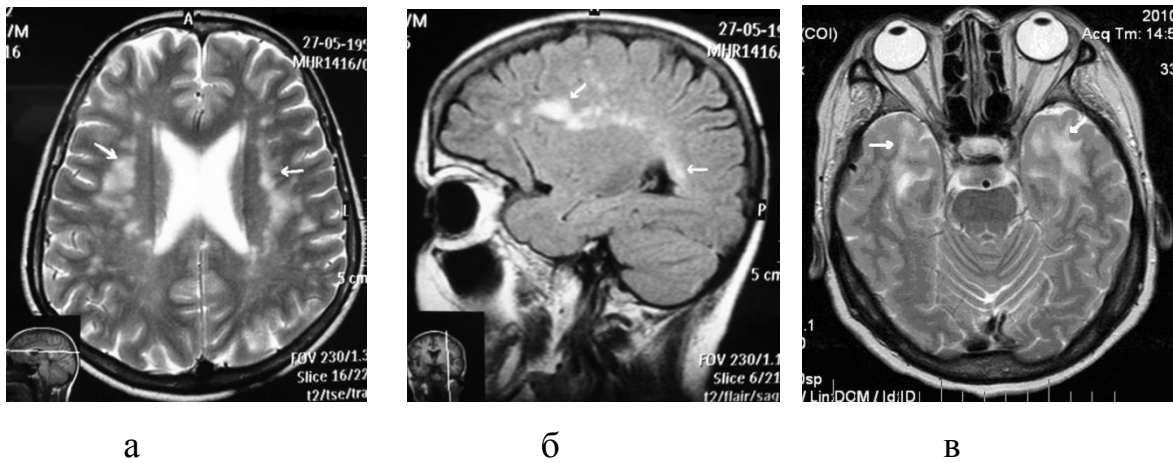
Очаги гиперинтенсивного сигнала белого вещества на магнитно-резонансных томограммах головного мозга пациентов с МД1: а), в) T2-взвешенное изображение; б) FLAIR импульсная последовательность.
